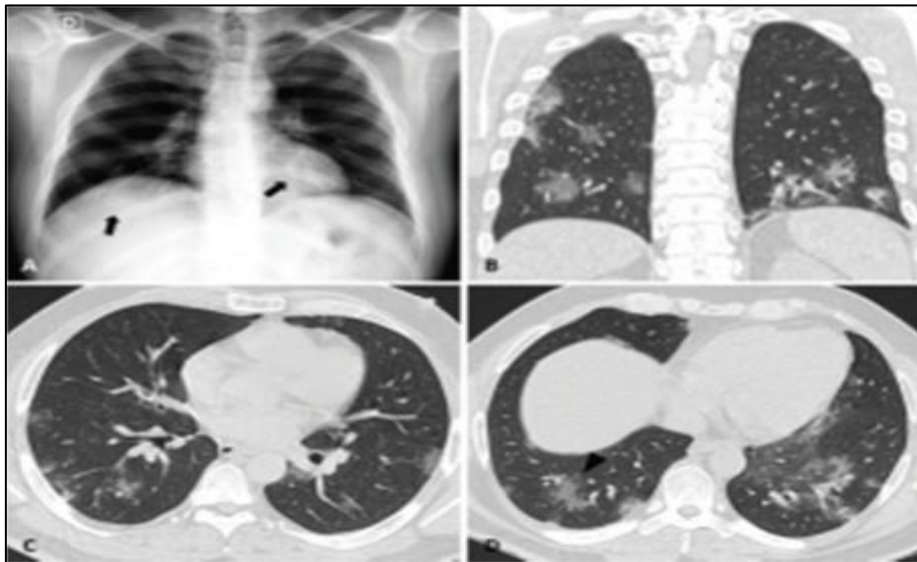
Radiographie thoracique A (26).
